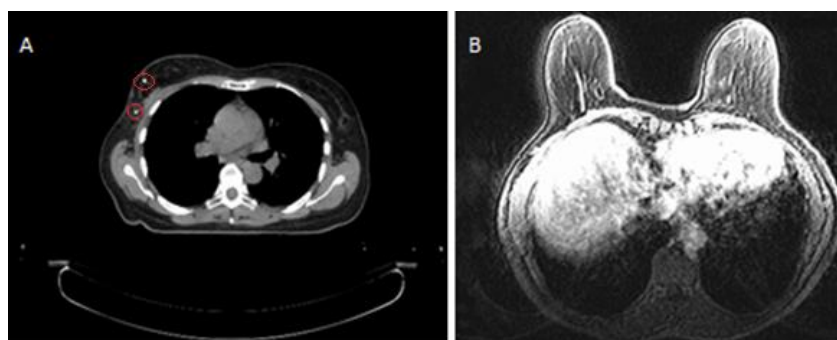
Representação dos tipos de imagem disponíveis para análise anatómica da região de interesse. A: imagem de CT fornecida pela Fundação Champalimaud, em que cada bola vermelha assinala no seu interior uma espécie de ponto branco que corresponde à identificação de um possível gânglio linfático; B: imagem de RM disponibilizada pelo IPOL.
